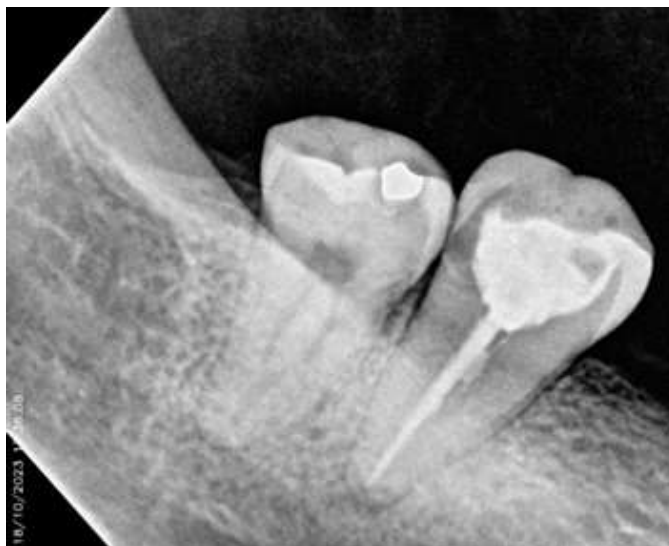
Radiografía de control.
